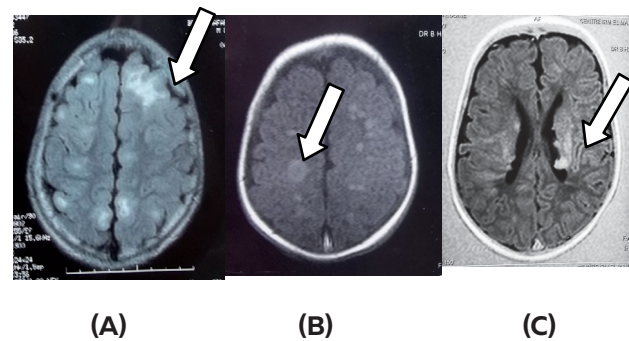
IRM cérébrale en coupes transversales séquence T2 Flair montrant la présence multiple et bilatérale de tubers cortico-sous-corticaux : A, B et des nodules sous épendymaires : C
